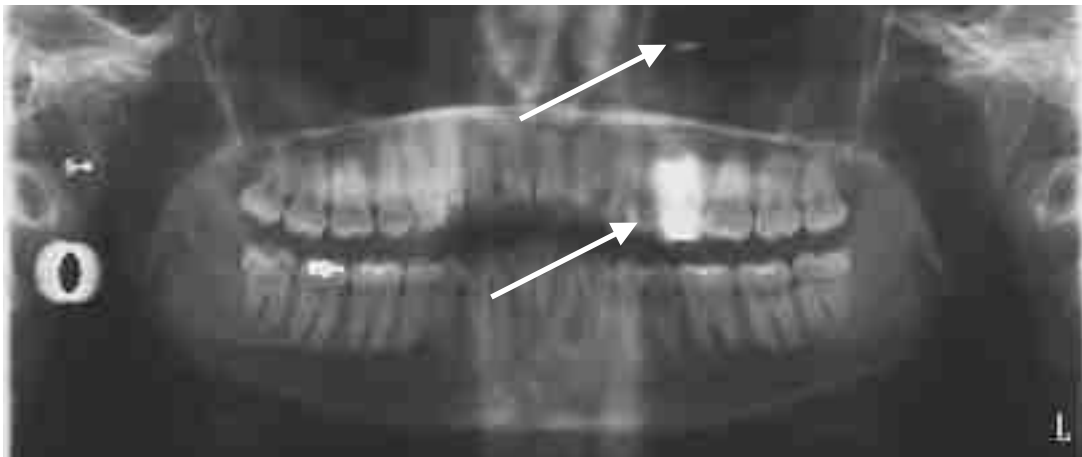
Orthopantomogramme présentant un piercing du tragus et un écarteur provoquant des artefacts¹⁴⁶
